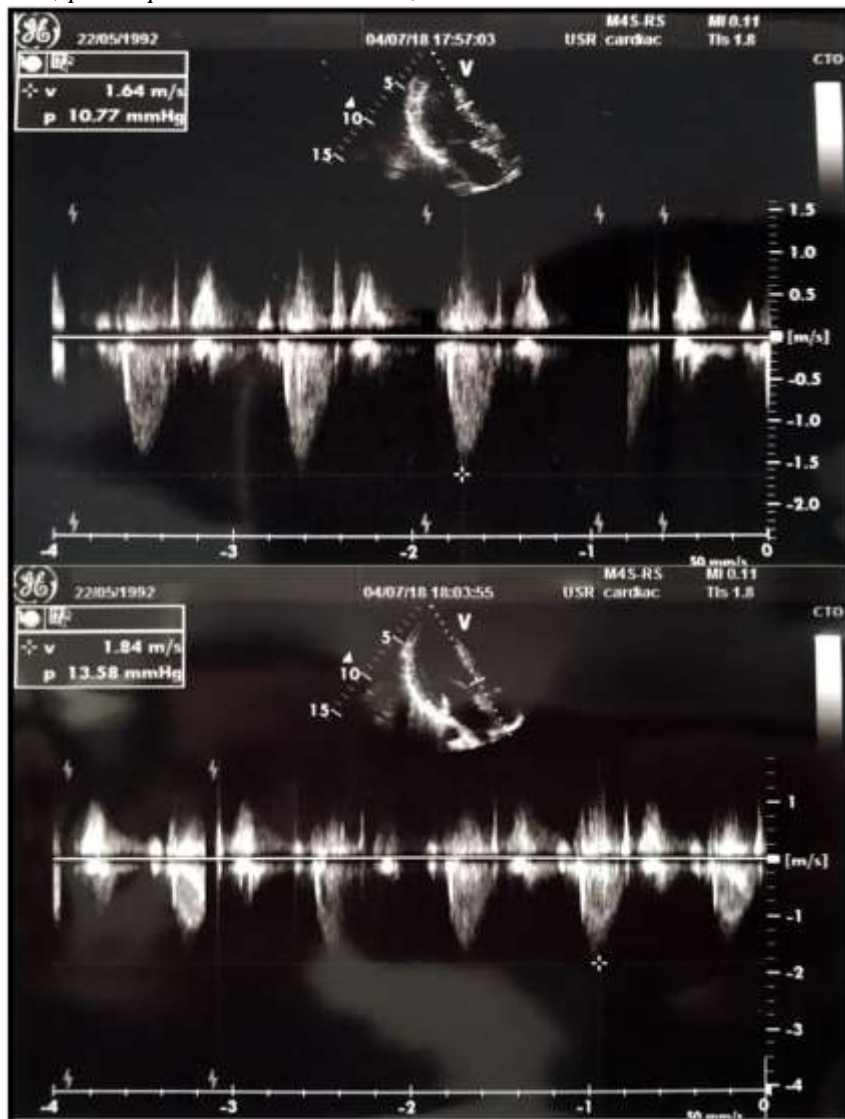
Ecocardiografie bidimensională transtoracică, secțiune apicală 3 camere, examinare Doppler continuu în tractul de ejecție al VS: V mx VS-Ao 1.64 m/s în repaus și 1.84 m/s după efort
